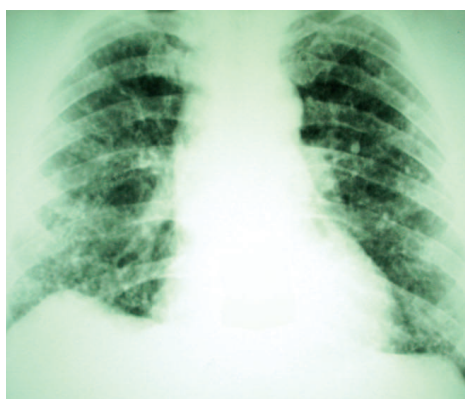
Рентгенограмма ОГК того же больного 2013 г. (март)
